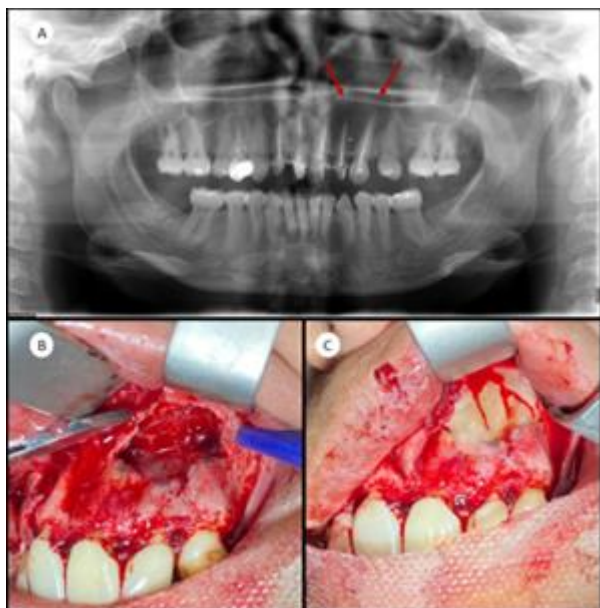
Radiografia panorâmica pré-operatória apresentando (entre setas vermelhas) extensa imagem circunscrita radiolúcida. 1B. Aspecto clínico trans-operatório da área cirúrgica onde foi realizada curetagem, apicectomia dos dentes 21,22 e 23 com obturação retrógrada 1C – Aspecto clínico trans-operatório da área cirúrgica onde foi modelado e inserido o sticky bone no defeito ósseo.
